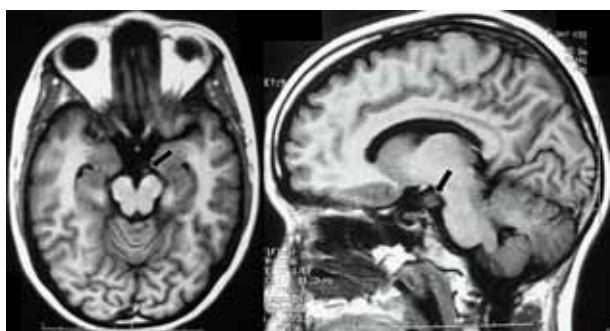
Paciente 2. Resonancia magnética cerebral sin contraste en proyecciones axial y parasagital izquierda. Las flechas muestran hipertrofia en el trayecto del tercer nervio craneal izquierdo.
